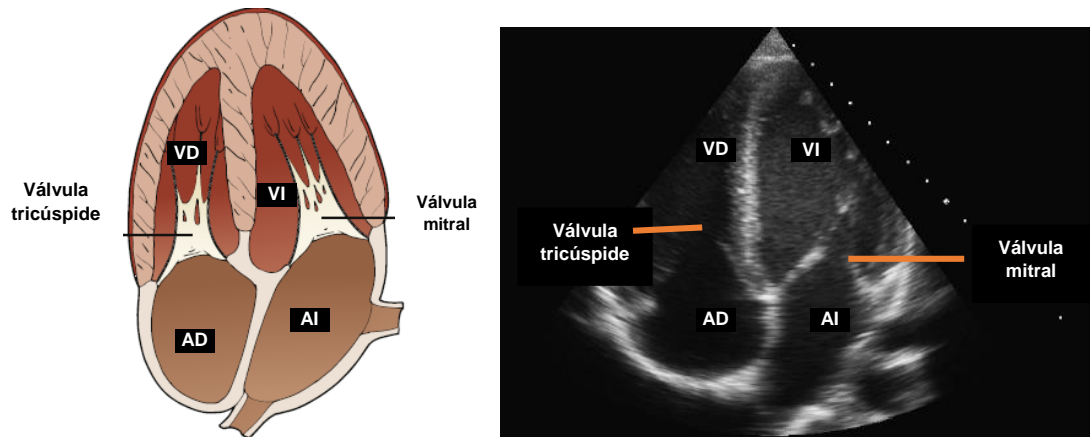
Estructuras evaluables en la ventana apical 4 cámaras (modificado de Soni, Arntfield, & Kory, 2015).
